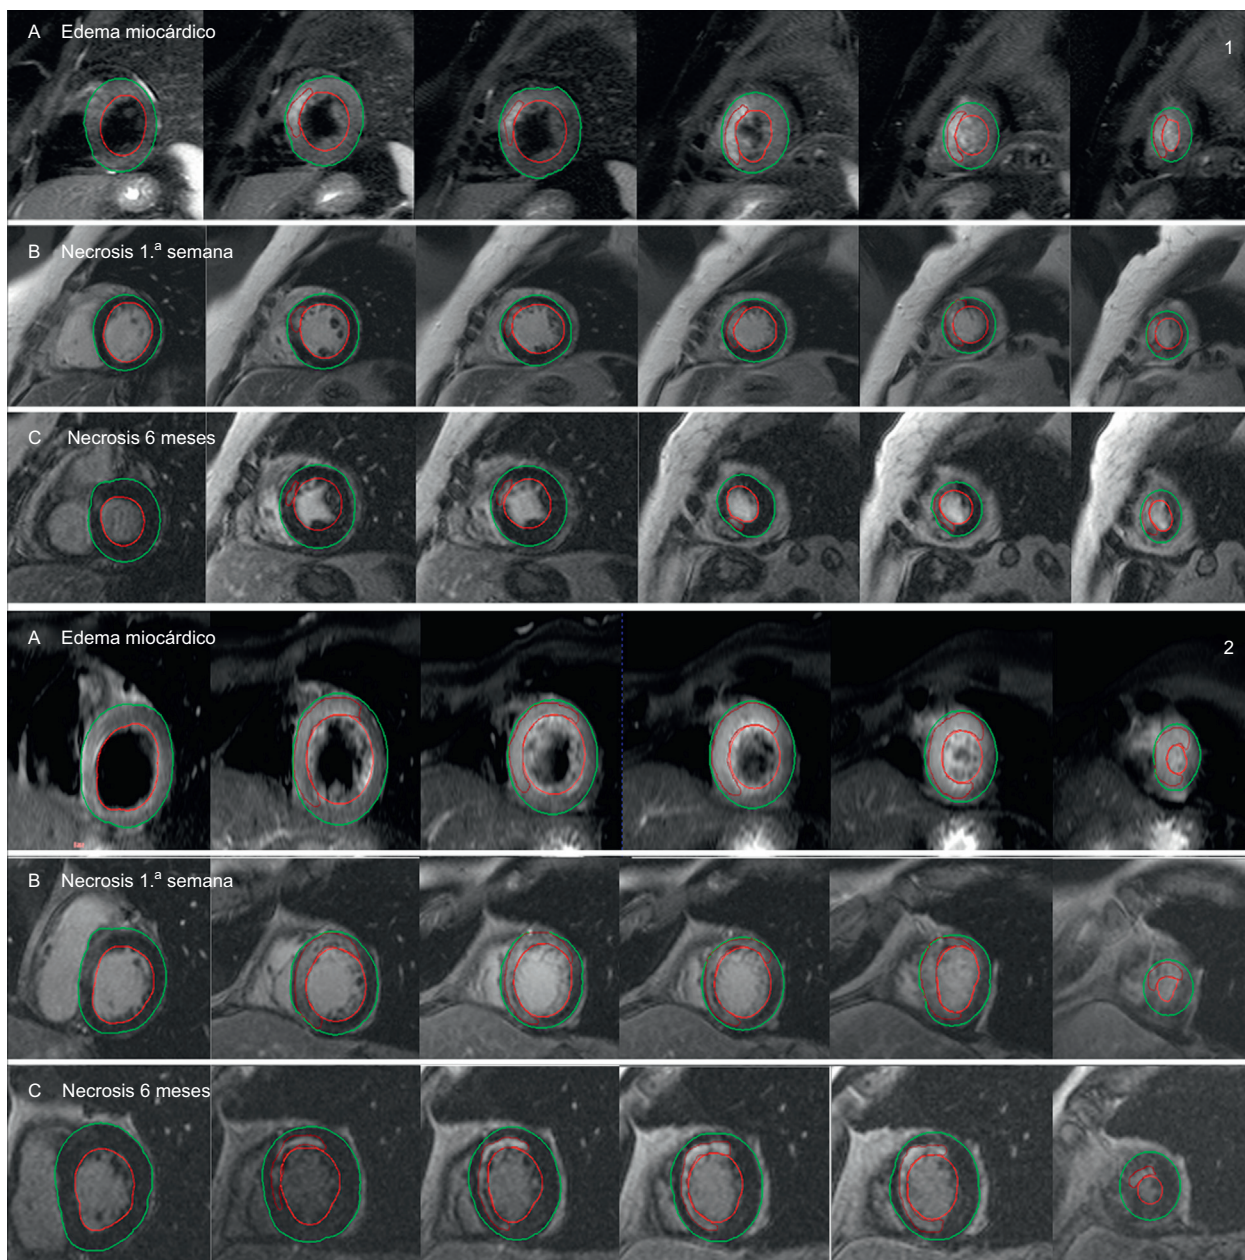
Comparación de estudios de resonancia magnética cardiaca entre dos pacientes paradigmáticos según la inducción de PGC-1 α tras infarto de miocardio (1: paciente con inducción; 2: paciente sin inducción): área en riesgo estimada por edema miocárdico en secuencias T2-weighted Short Tau Inversion Recovery (T2-STIR) (A), y área de necrosis estimada por realce tardío de gadolinio durante la primera semana (B) y a los 6 meses (C). Las áreas de necrosis y edema (líneas de color granate) se calcularon con respecto a la masa miocárdica total, trazando manualmente los contornos epicárdico (línea verde) y endocárdico (línea roja). Esta figura se muestra a todo color solo en la versión electrónica del artículo.
